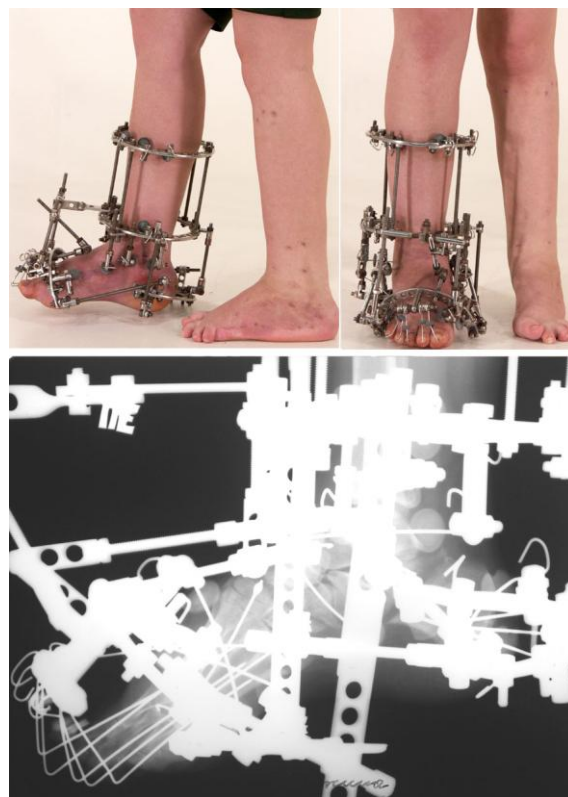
Фото и рентгенограммы стоп пациентки на II этапе лечения
